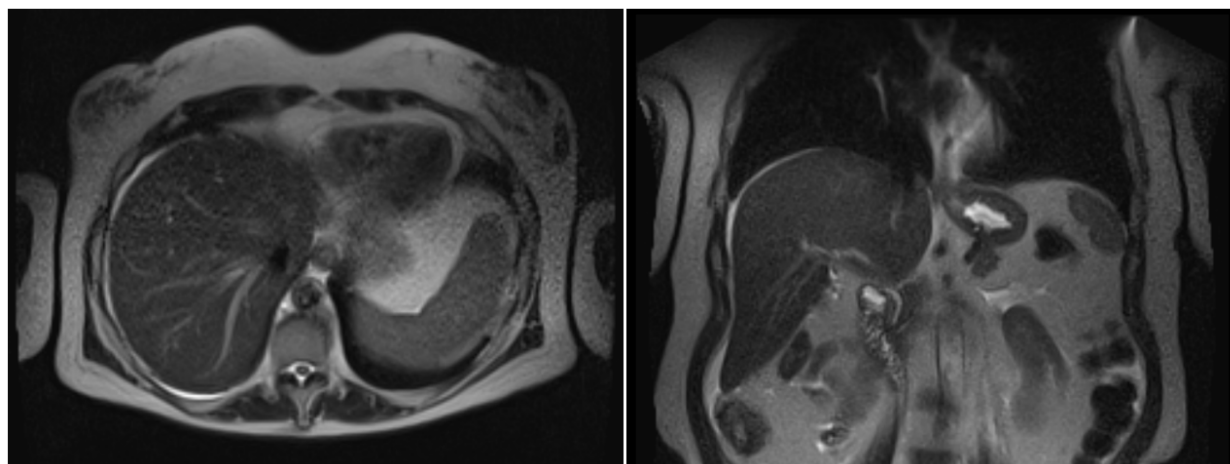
Resonancia magnética nuclear con gadolinio. No se evidenciaron imágenes patológicas en diafragma
